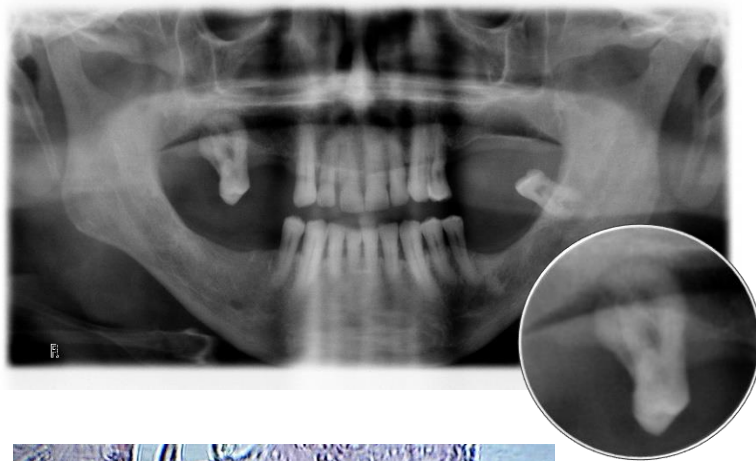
Ortopantomografia de osteíte condensante. Doente do género masculino, 72 anos, com lesão radiopaca na maxila direita em relação com as raízes do dente 17. diagnóstico provisório de osteíte condensante ou hipercementose e definitivo de osteíte condensante. Foi realizada a extração do doente e, simultaneamente, biópsia excisional da lesão.
